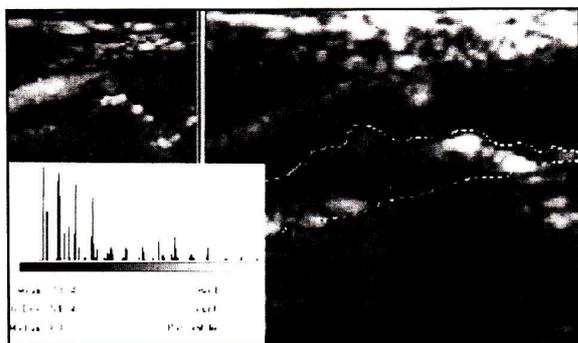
Dopo la standardizzazione dell'immagine ecografica, la placca viene delineata e analizzata dal computer ottenendo una scala di valori di grigi (GSM)
